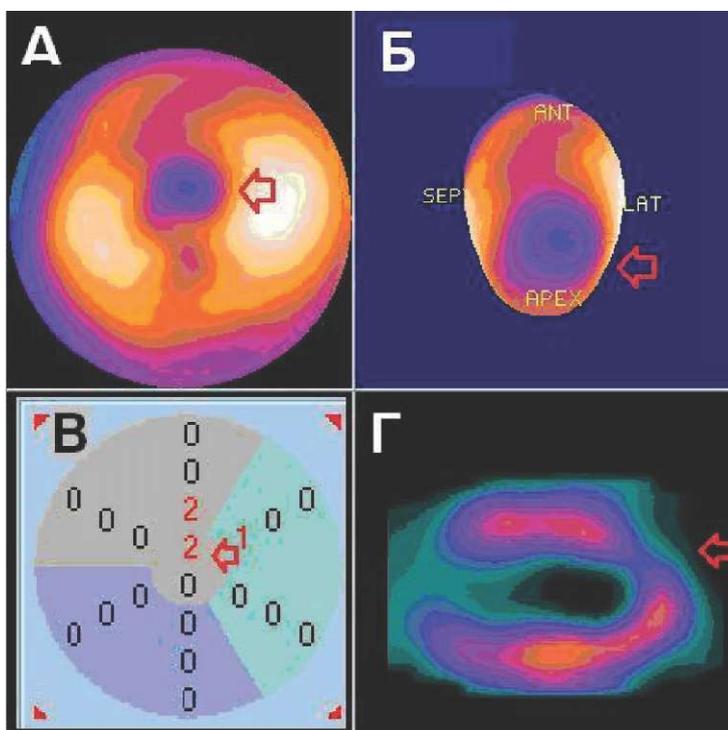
Перфузионная томосцинтиграфия миокарда больного О.:
